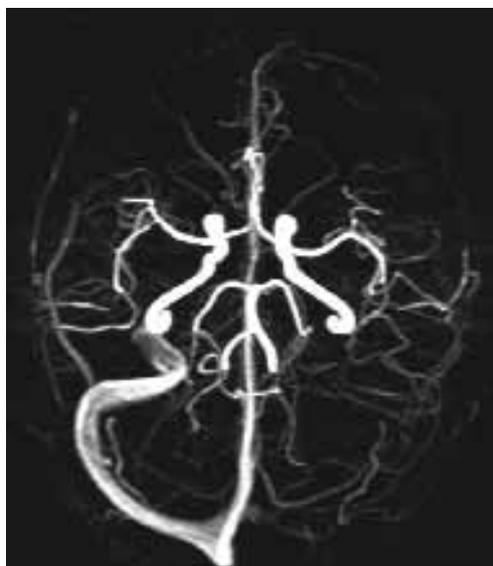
Angio-RM: assenza di flusso a livello del seno trasverso, del seno sigmoideo e della giugulare interna sinistra
